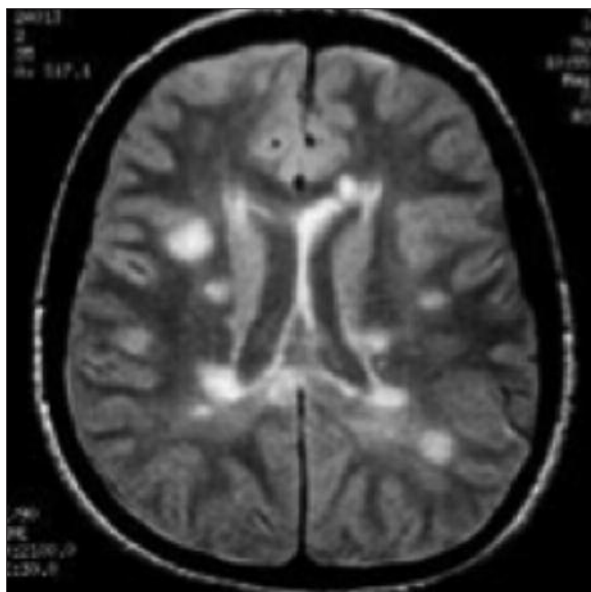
Lesões típicas nos hemisférios cerebrais em FLAIR.
